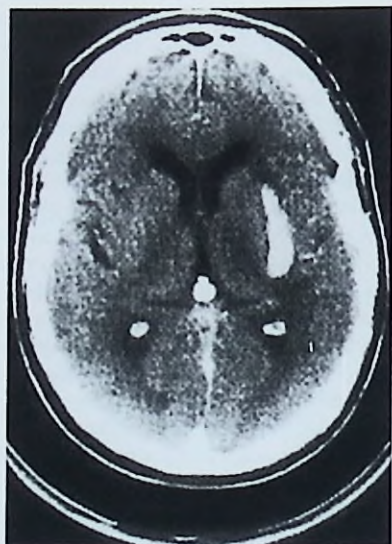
Tomografía computarizada de un paciente con antecedentes de hipertensión arterial, que bruscamente, sin cefaleas, presenta leve hemiparesia derecha. En región paracapsular externa izquierda puede observarse una imagen de alta densidad que corresponde a una hemorragia putaminal.
